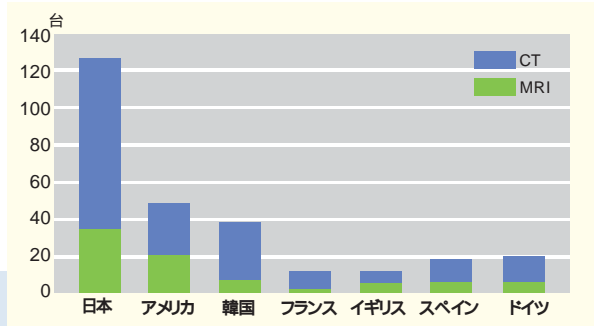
人口百万人あたりのCT, MRIの台数(2002年)
